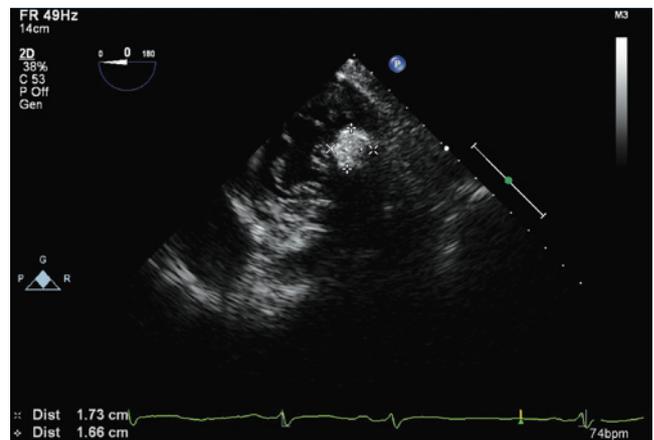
Ecocardiograma transesofágico. Corte transgástrico ao nível da valva mitral que mostra a mesma massa ocupando o anel posterior da valva mitral, próximo ao segmento P2
